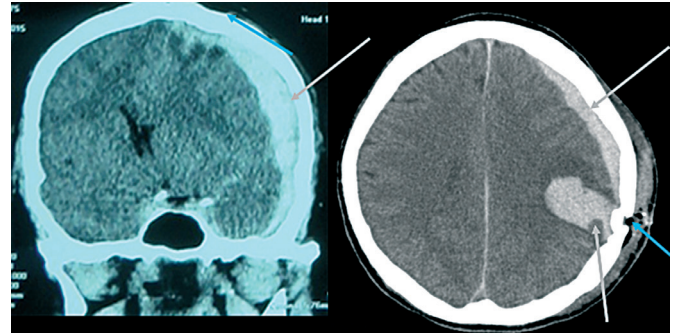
МСКТ поранених. Зліва – субдуральна гематома в лівій лобово-тім'яно-скроневої ділянці. Справа – субдуральна гематома у поєднанні з внутрішньомозковою гематомою у лівій скронево-тім'яній ділянці (гематоми позначені сірими стрілками, частина дотичного ранового каналу з вдавненим переломом позначена синьою стрілкою).
